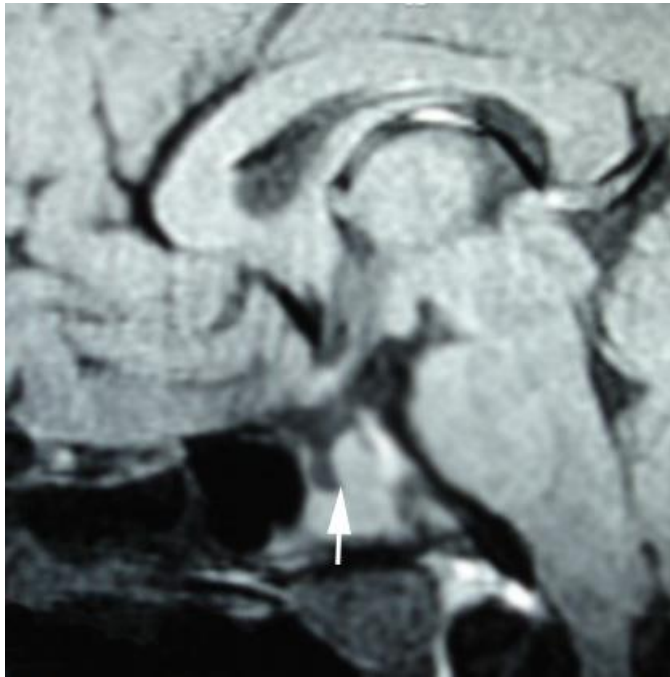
RMN corte sagital T1 con glándula hipofisaria anterior de tamaño reducido, borde superior convexo y una altura de 2 mm. La imagen hiperintensa corresponde a la neurohipófisis.
